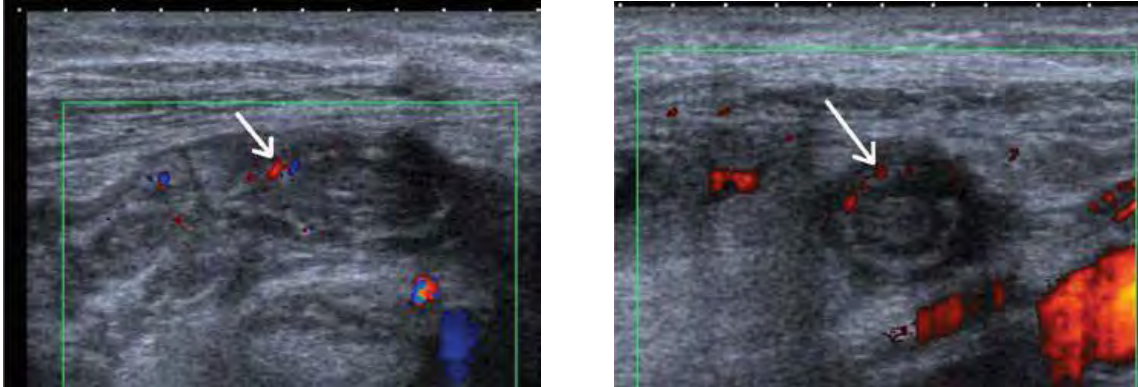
Aumento en la vascularización del apéndice por una apendicitis aguda. a) Imagen longitudinal del apéndice con un incremento del flujo de sus paredes en las imágenes con Doppler color (flecha). b) En el Doppler poder, también se evidencia un incremento en el flujo en la pared anterior del apéndice (flecha).
